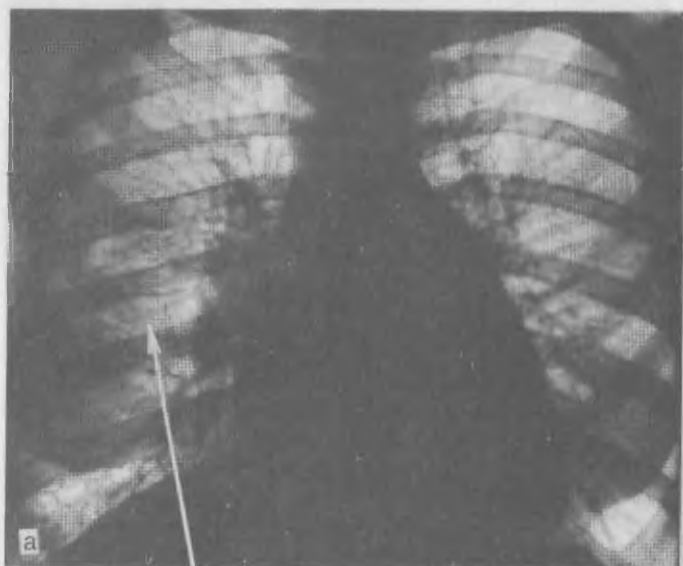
Фрагмент рентгенограммы легких при кистозной гипоплазии. Множественные тонкостенные полости разной величины составляют основу легочной ткани, создавая рисунок, напоминающий соты.
